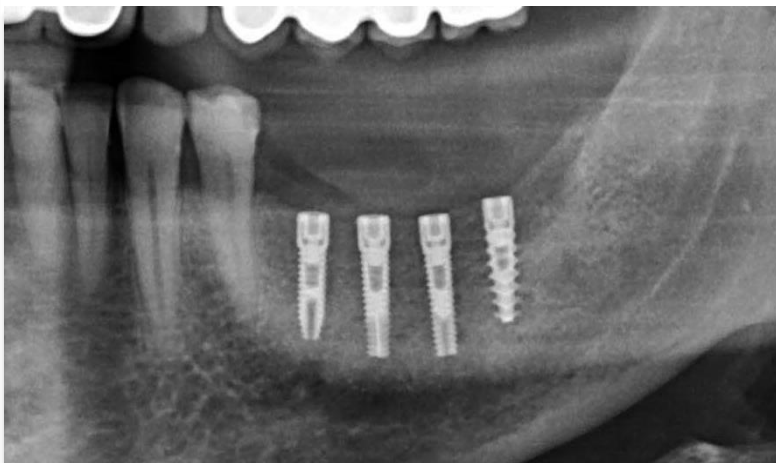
Radiografie la interval de 6 luni.
